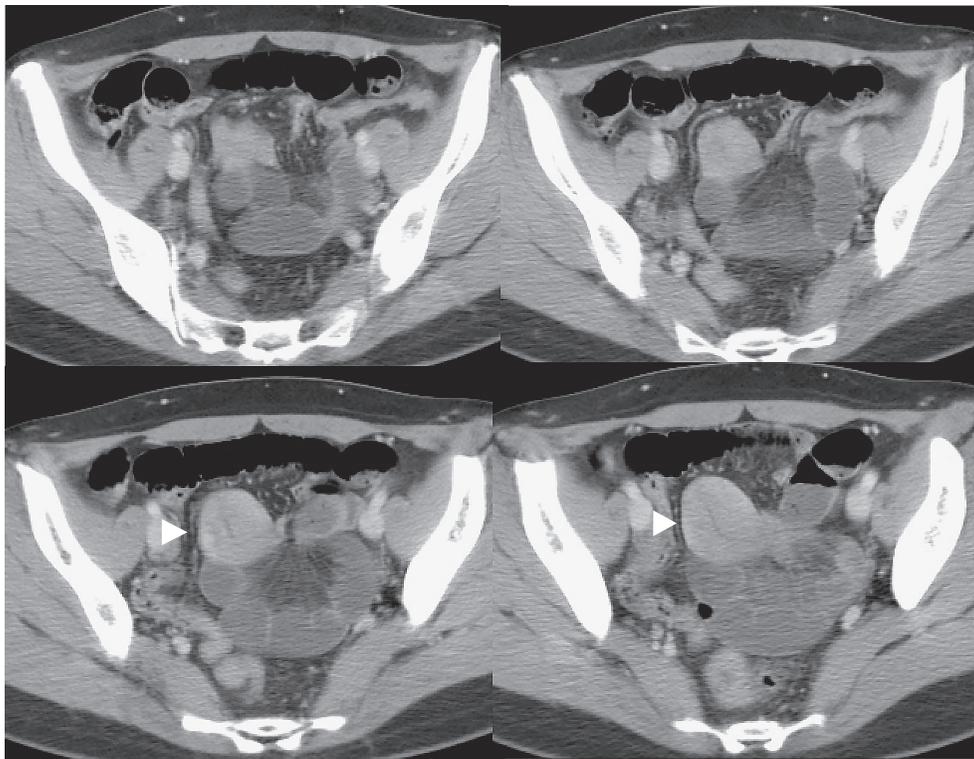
入院時腹部CT所見 (上段左→右→下段左→右)
